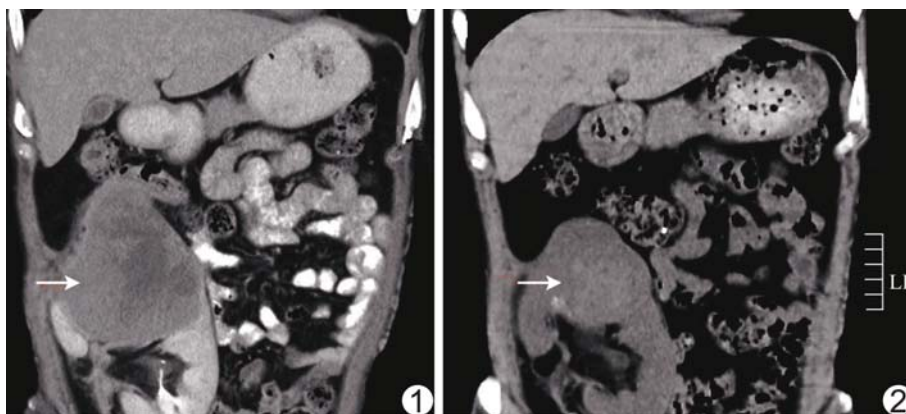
RFA 前增强 CT 示移植肾肿瘤(箭) 图 2 RFA 后 CT 示肿瘤缩小(箭) (LP: 左侧后方)
